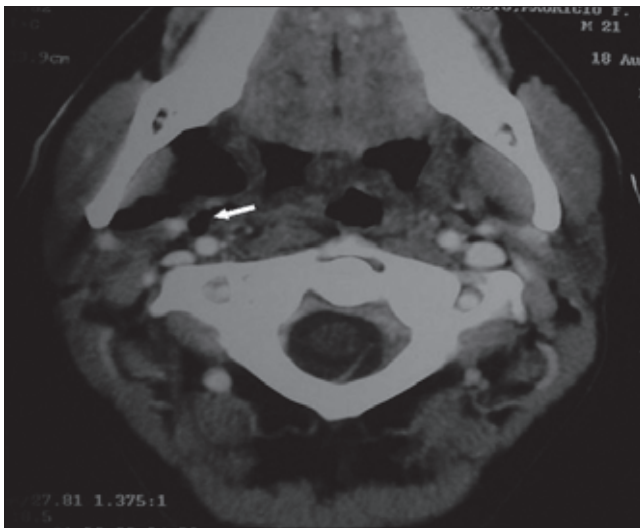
Tomografia computadorizada, corte axial, mostrando extensão do enfisema para o espaço parafaríngeo, adjacente ao espaço carotídeo.
